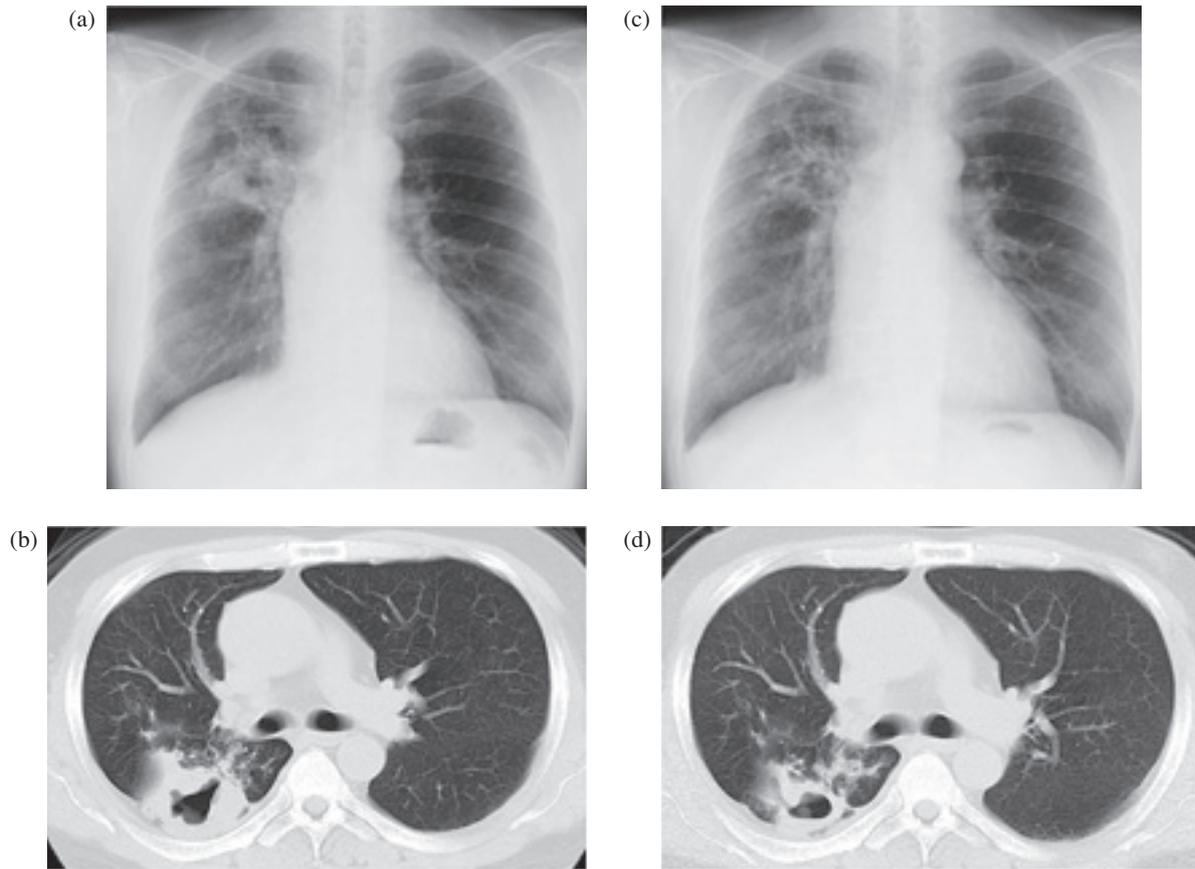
Chest radiograph (a) and chest CT (b) in June 2006 on admission showed consolidation with a cavity in the upper lobe of the right lung. Chest radiography (c) performed in September 2006 and chest CT (d) performed in October 2006 showed that the consolidation and cavity in the upper lobe of the right lung had improved.
